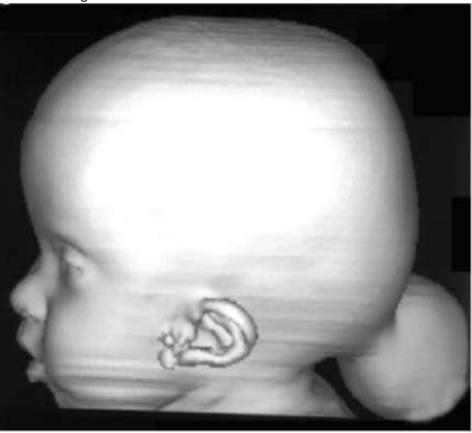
Затылочная мозговая грыжа (энцефаломенингоцеле). Компьютерная томография, SD-реконструкция
